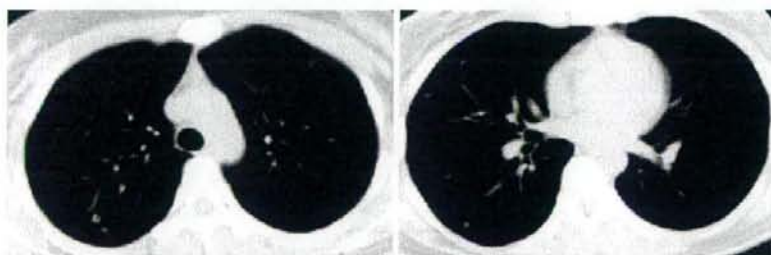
胸部単純CT:両肺に多発する径5mmまでの結節を認めた.
